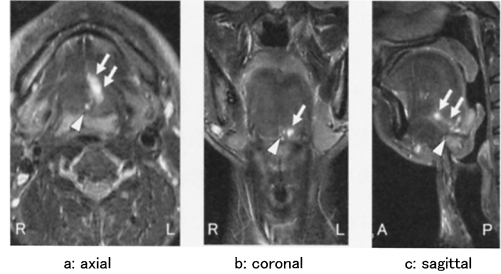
Findings of magnetic resonance imaging (MRI) in 6th day of hospitalization. Cystic lesion was remained at intra-geniohyoid space (white arrow). Small cystic lesion was also detected at median suprahyoid (arrowhead). a : axial, b : coronal, c : sagittal, R : right, L : left, A : anterior, P : posterior
